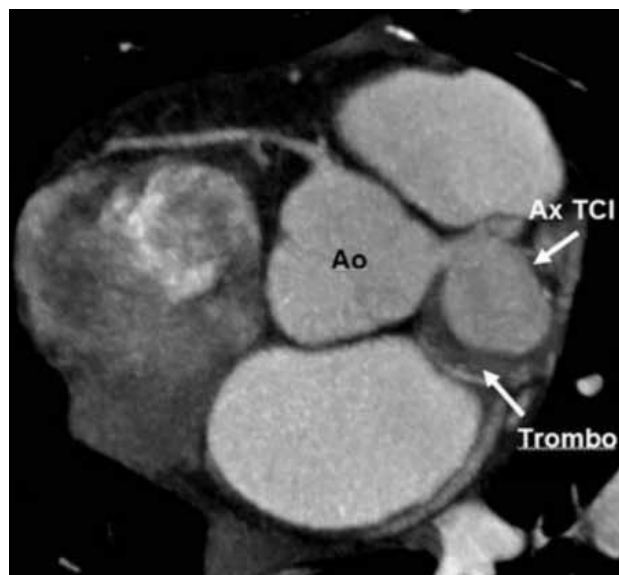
Corte transversal del corazón por tomografía, que demuestra el tronco de coronaria izquierda aneurismático con presencia de trombo en su pared con una zona de calcificación.
